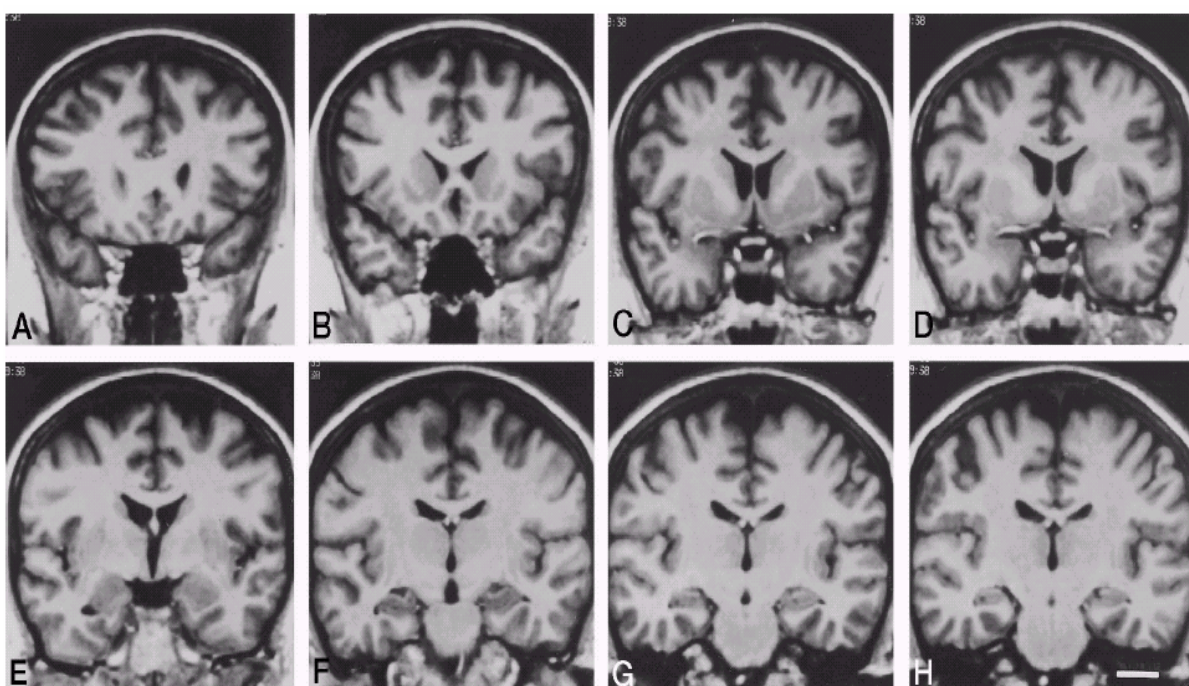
Imagens de RM coronais num paciente de sexo feminino tomado de oito níveis rostro caudais. A é o mais rostral e H é o mais caudal.
